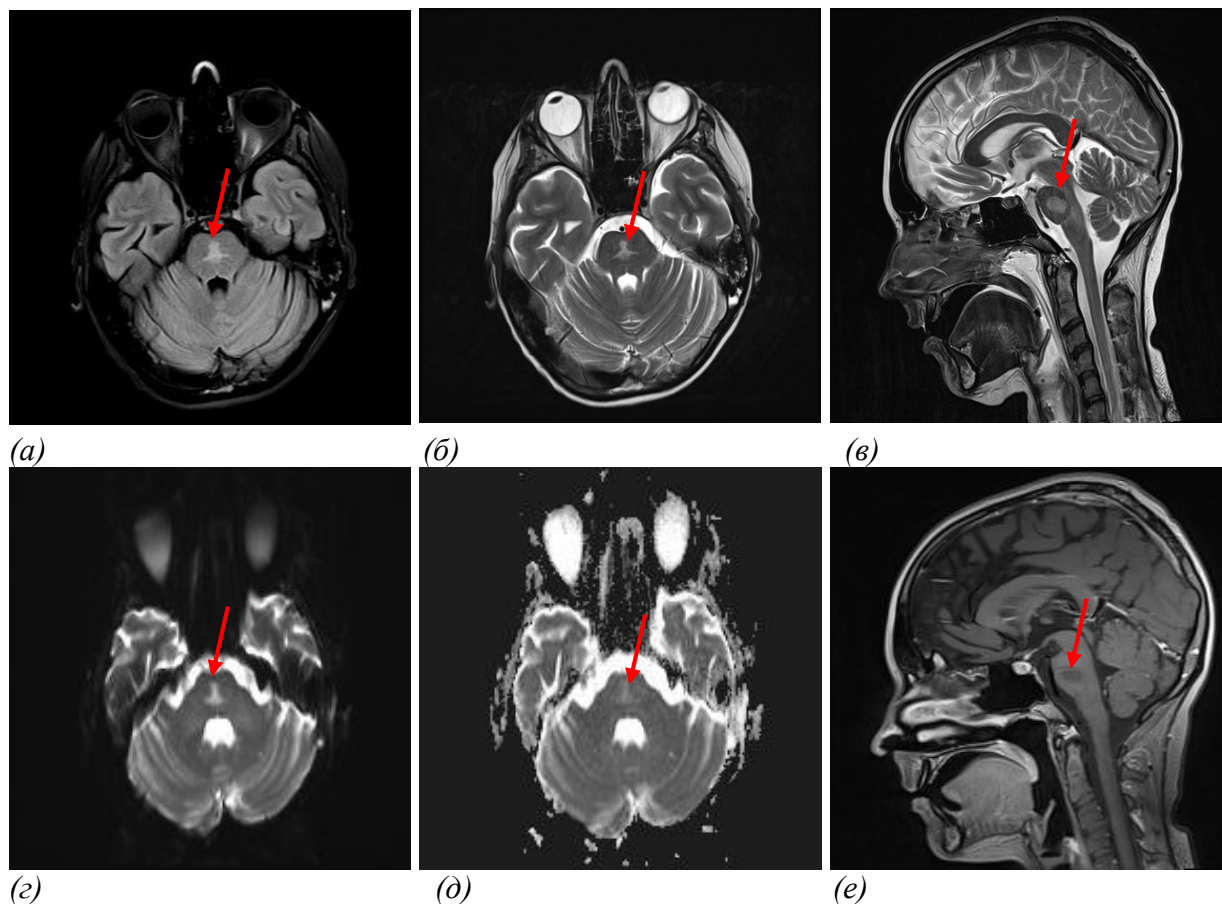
МРТ ГМ ребенка 16-и лет с анапластической крупноклеточной ALK-позитивной лимфомой и АРА-С-ассоциированной нейротоксичностью
